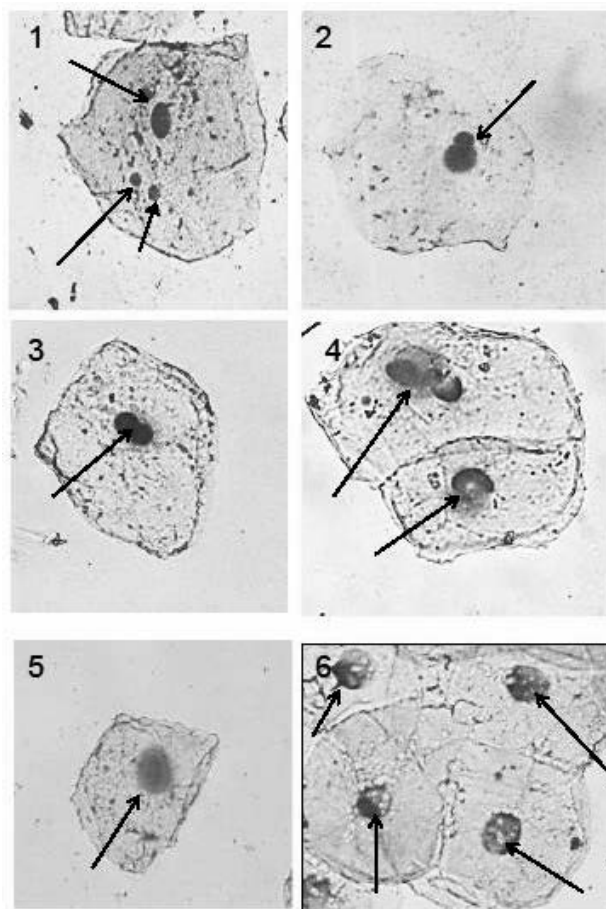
Примеры цитогенетических нарушений в буккальном эпителии. 1 — клетка с микроядрами; 2 — протрузия ядра; 3 — клетка с двойным ядром; 4 — клетка с кариорексисом; 5 — клетка с кариолизисом; 6 — клетки с вакуолизацией ядра. Окраска по Романовскому–Гимзе.
